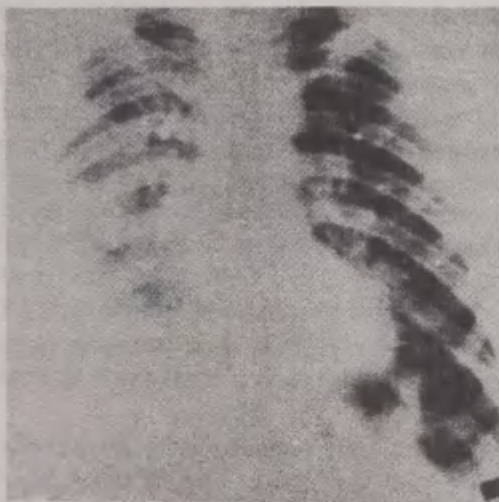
Рентгенограмма того же раненого. Дренирована правая плевральная полость. Уровень жидкости до IV ребра.
